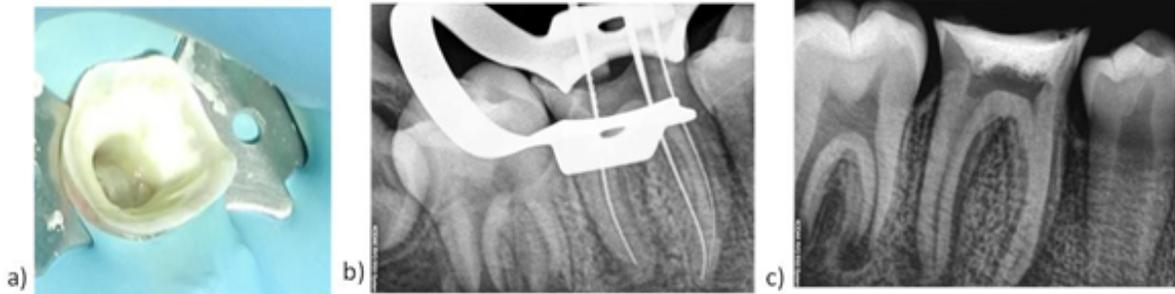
Secuencia de tratamiento en primer cita. a) Acceso sin tejido cariado y reblandecido, b) Longitud de trabajo, c) radiografía al término de cita ya con hidróxido de calcio intra conducto y provisit.
